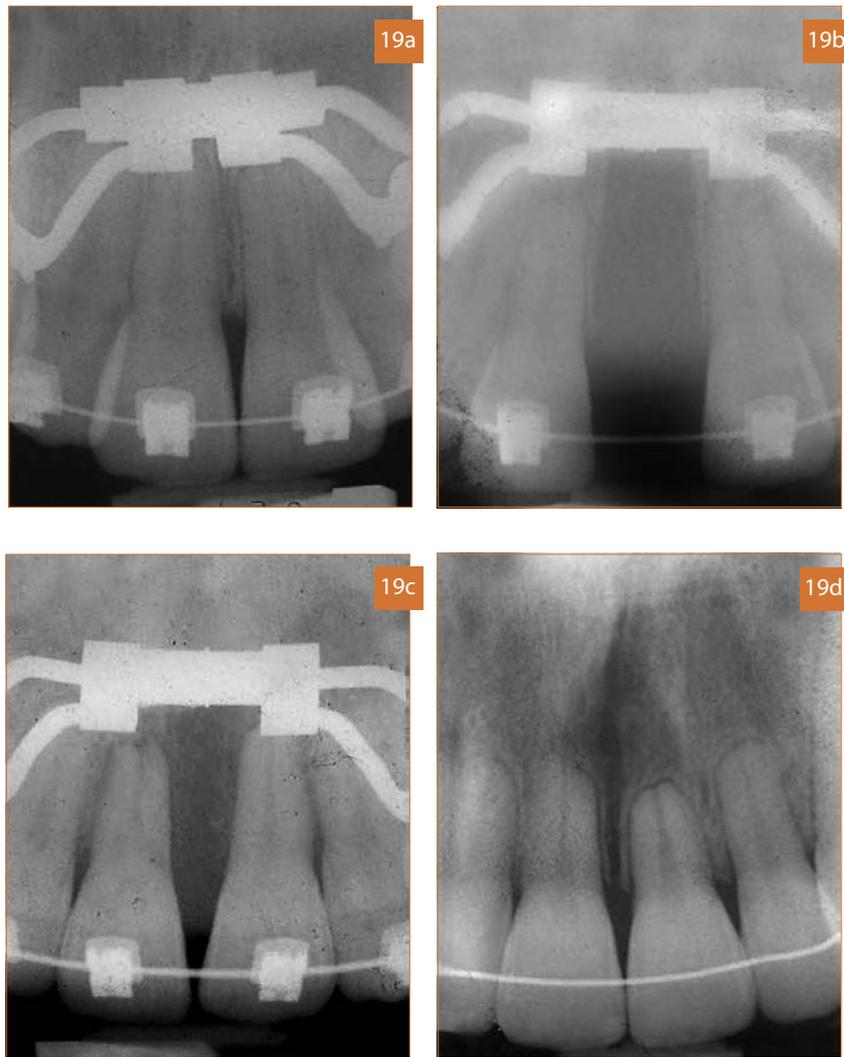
Periapicales, (a) día del cementado de la aparatología, (b) después de realizada la expansión, (c) día de la retirada del aparato expansor Hyrax y (d) después del TMD.
